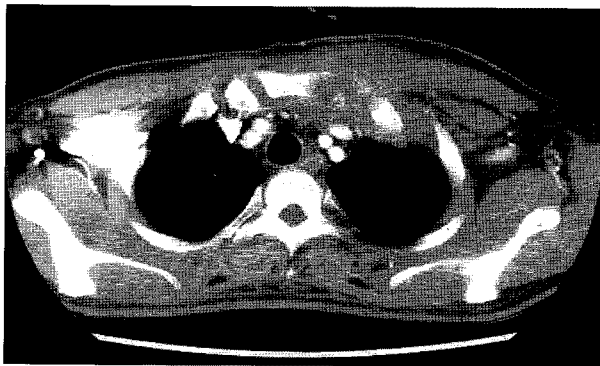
Preoperative CT scan shows destruction of left sternum & 1st rib.
